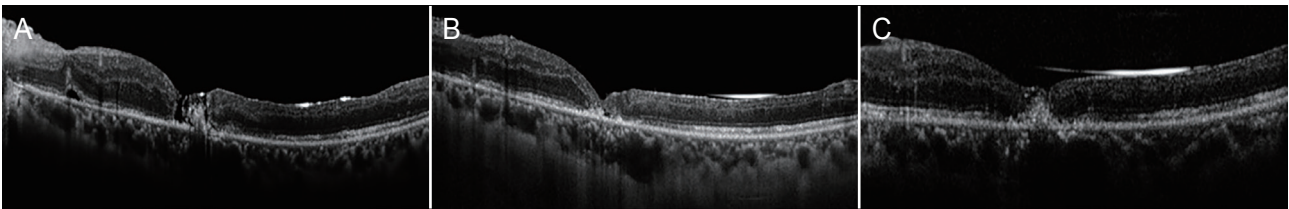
OCT after HVSO injection. (A) Well-positioned ILM flap 3 days after HVSO injection. (B) Reduced macular hole 1 month after the HVSO injection. (C) OCT showing complete closure of the macular hole after 2 months. OCT = optical coherence tomography; HVSO = high viscosity silicone oil; ILM = inner limiting membrane.
